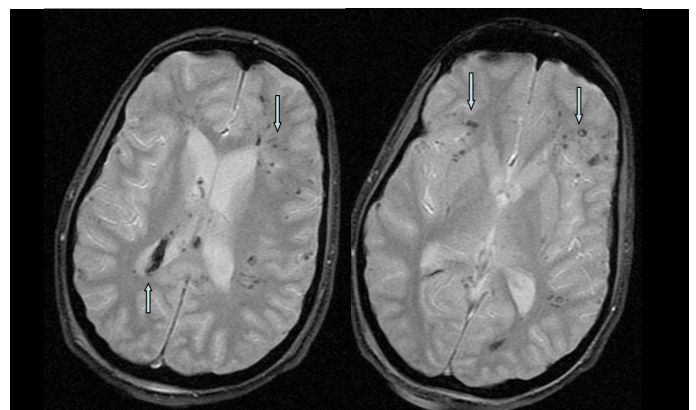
RMN cerebral con secuencia de ECO-gradiente, que muestra múltiples imágenes puntiformes hipointensas en la sustancia blanca, compatibles con contusiones hemorrágicas en el contexto de una lesión axonal difusa
